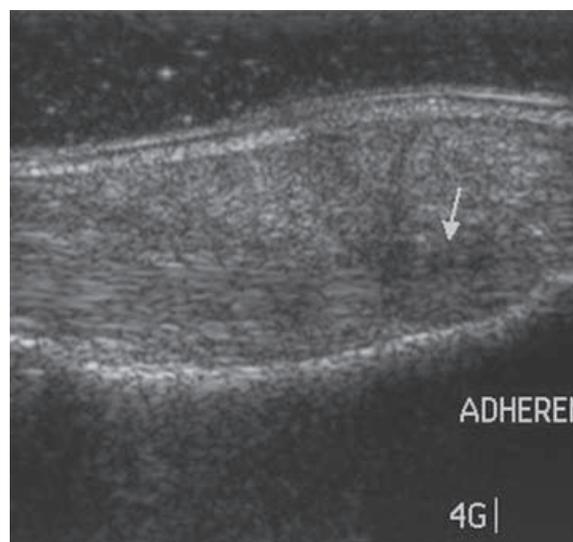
Adhérences péri-tendineuses. Coupe échographique longitudinale du tendon fléchisseur profond du 4^e doigt. Les limites entre le tendon et son environnement graisseux sont imprécises et il existe un épaississement péri-tendineux. Les coupes dynamiques comparatives montreront l'adhérence limitant la mobilisation active et passive.
